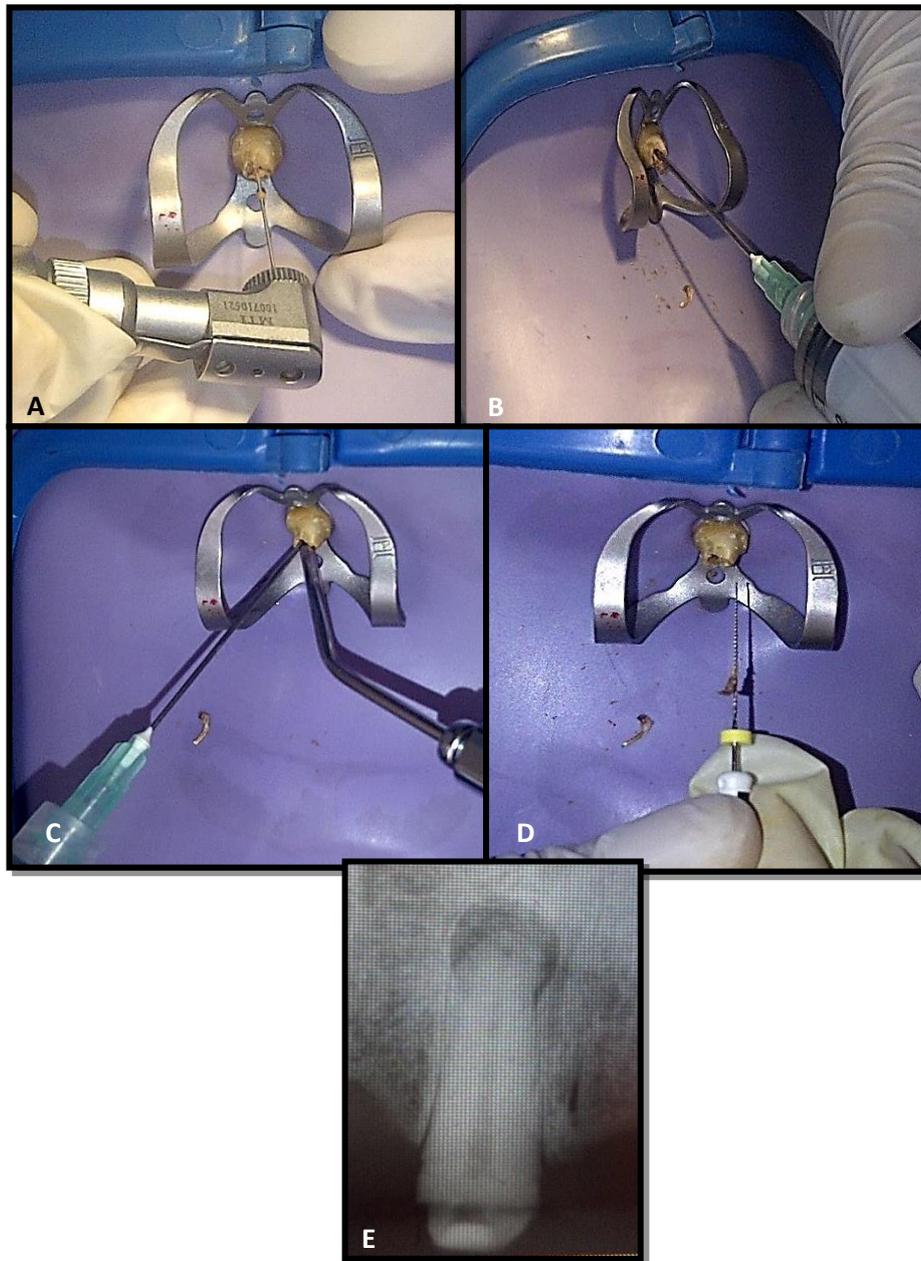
Desobturación. A. Desobturación con gattes glidden #2. B. Colocación de Xilol. C. Irrigación con hipoclorito de sodio. D. Eliminación de gutapercha. E. Radiografía para verificar la eliminación completa de gutapercha.
